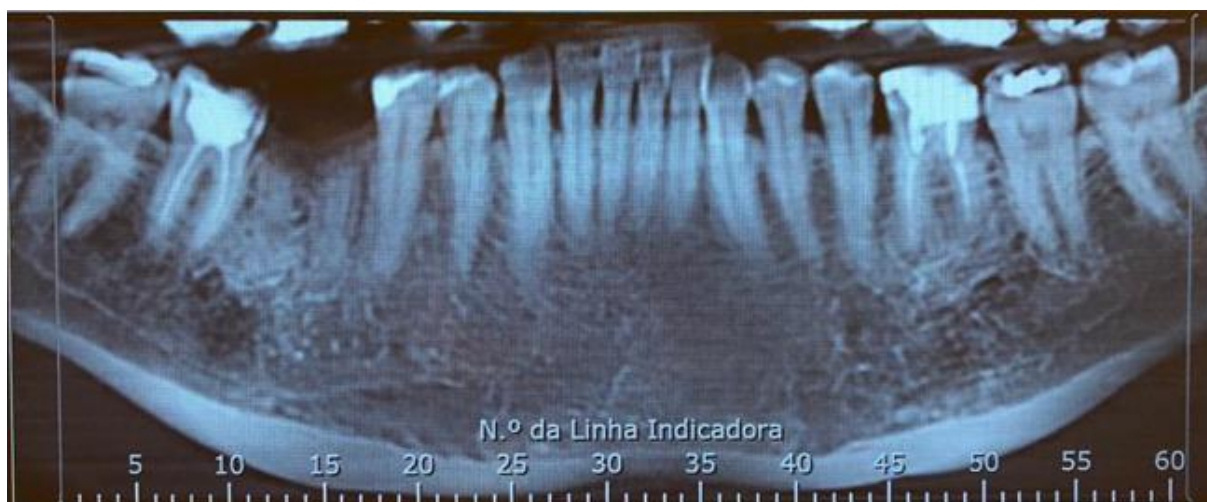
Tomografia computadorizada de feixe cônico em reconstrução panorâmica demonstrando cicatrização alveolar e preservação óssea alveolar.
